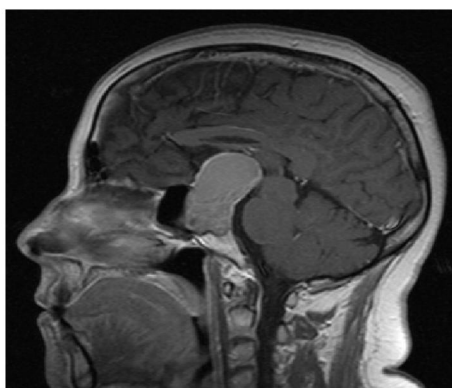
МРТ головного мозга в сагитальной проекции больного Ж. до операции
